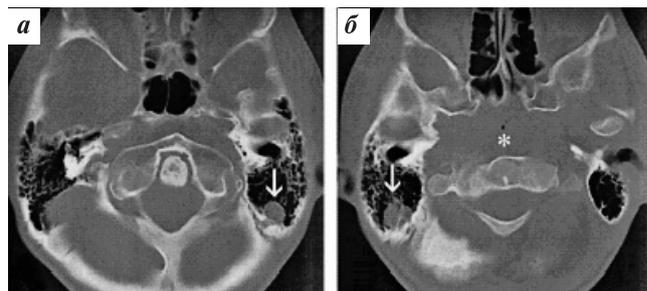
КТ черепа пациента 15 лет с синдромом Шварца—Джампела [S.S. Samimi, W.S. Lesley, 2003], аксиальные КТ-срезы костей: а — базилярная инвагинация за счет ростральной локализации C_1 , гиперпневматизация сосцевидных отростков, нарушение расположения левого сигмовидно-поперечного синуса (стрелка); б — гиперпневматизация сосцевидных отростков, нарушение расположения правого поперечно-сигмовидного синуса (стрелка); ростральная локализация назофарингеальных мягких тканей (звездочка)
